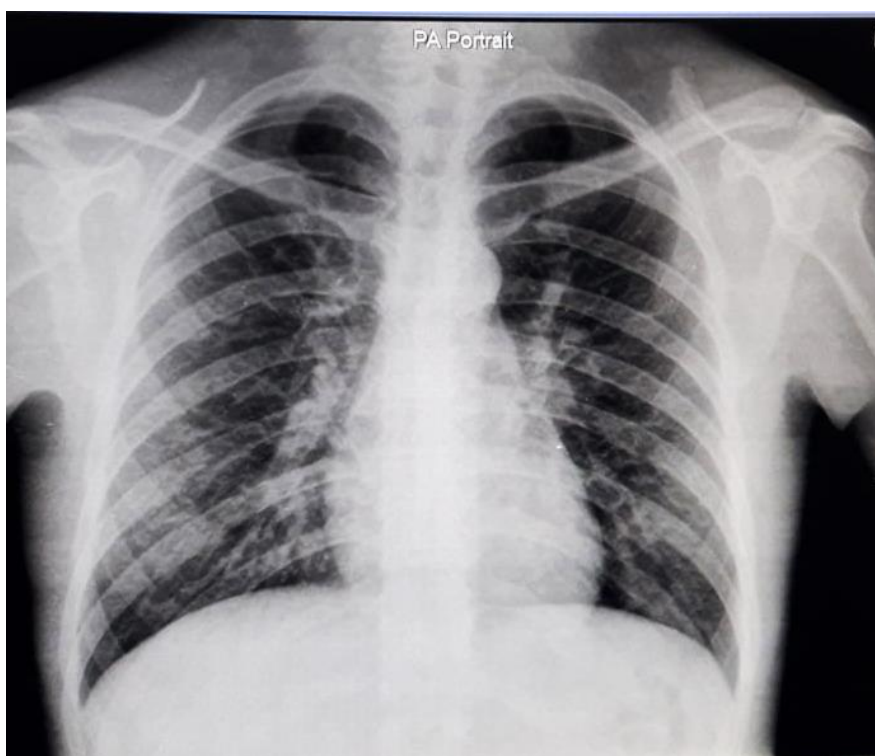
Radiografía de tórax: Patrón intersticial reticular, con leve compromiso alveolar bilateral a predominio de lóbulos inferiores compatible con neumonía atípica.
